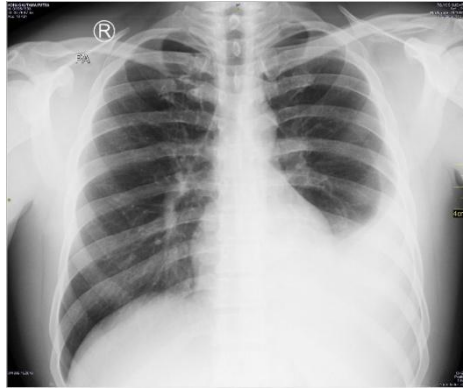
Foto toraks pasien 17 Desember 2024.
